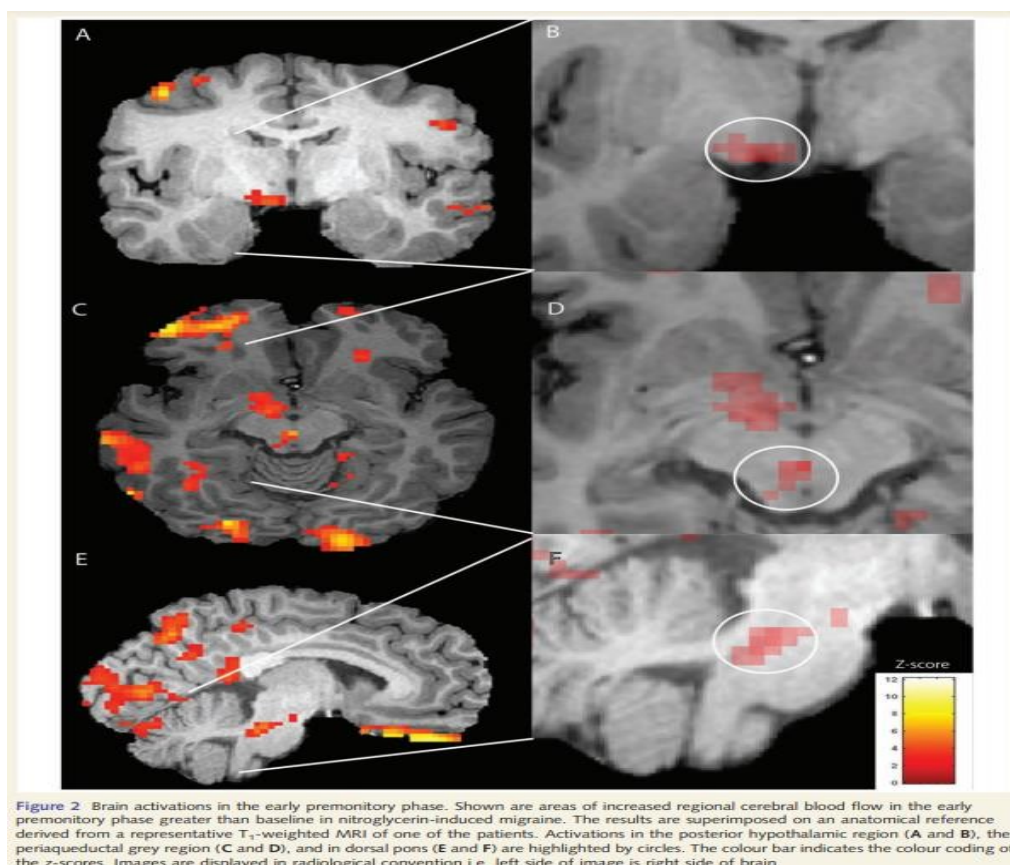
Aree di attivazione PET nella fase Prodromica dell'emicrania (Maniyar et al., 2014).
